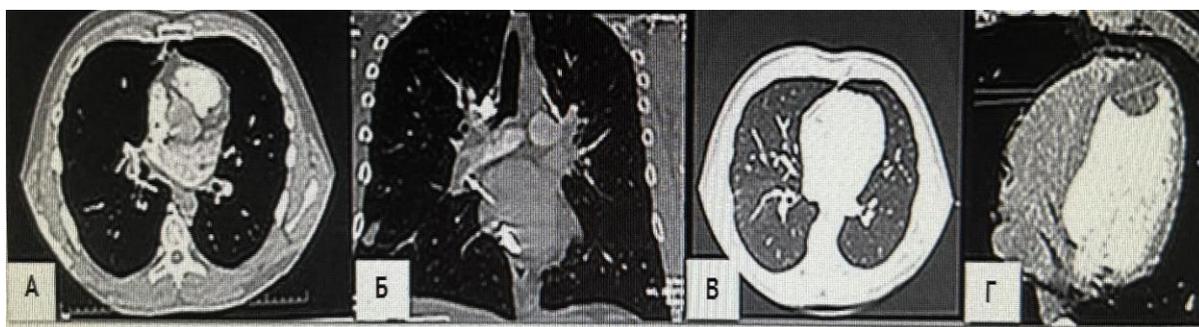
КТ органів грудної клітки з внутрішньовенним контрастуванням: А, Б – ознаки ТЕЛА; В – паренхіма легень без свіжих вогнищевих та інфільтративних змін; Г – тромб у ділянці верхівки ЛШ
